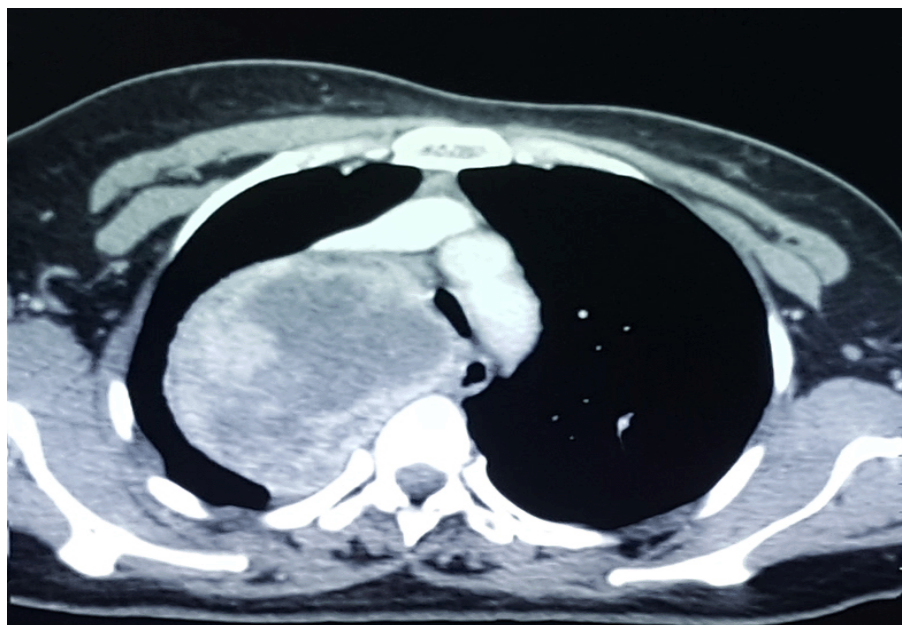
TDM cervico-thoracique en coupe axiale : Goitre oublié
